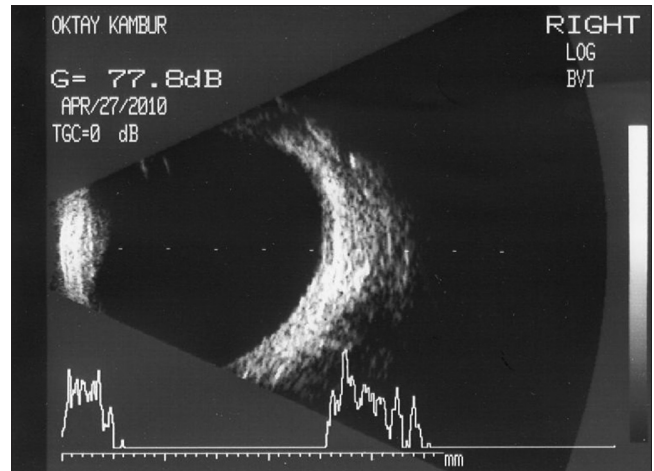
Künt oküler travmadan 1 hafta sonra B- mod USG ile tespit edilen koroidal kalınlaşma
